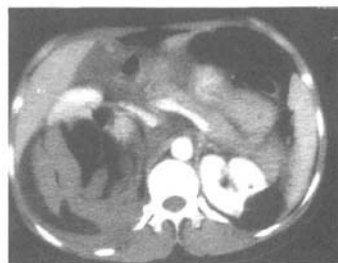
双肾血管平滑肌脂肪瘤 CT 增强图像（与图 2 为同一病例，右肾肿块周围可见新月形出血呈略高密度，左肾残留皮质部分明显增强。）
